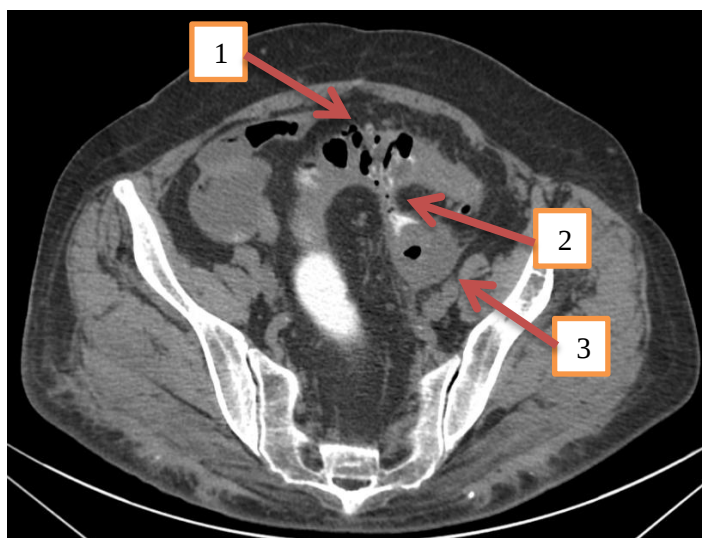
Пациент А., 69 лет. КТ-ирригография, аксиальное изображение сигмовидной кишки над уровнем входа в малый таз. Картина дивертикулярной болезни, дивертикулы в сигмовидном отделе ободочной кишки – стрелка 1, свищевой ход – стрелка 2, левый яичник – стрелка 3.
